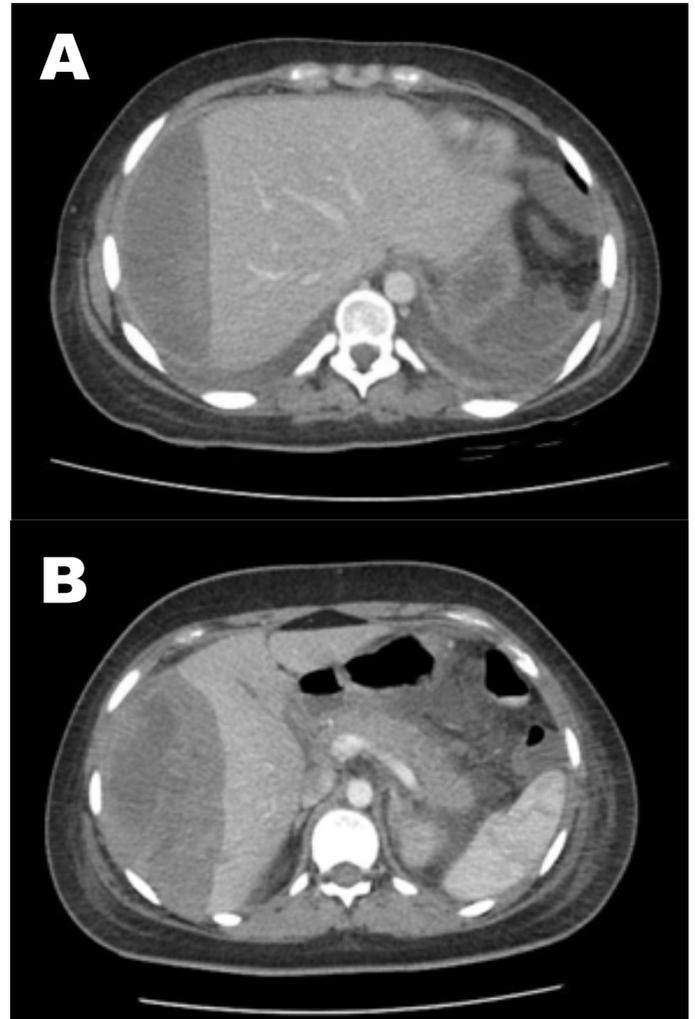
(A) TAC de abdomen con contraste, se evidencia imagen hipodensa en segmento VI y VII hepático. (B): Se evidencia aumento de hematoma hepático
